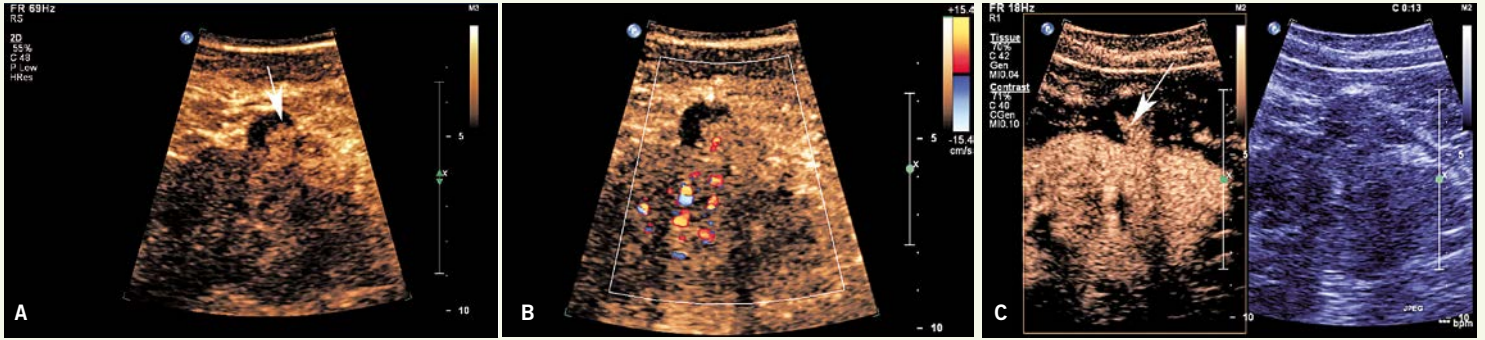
A: Auffällige Zyste mit solidem Inhalt (Pfeil). DD Debris? B: Im Doppler sieht man ein Gefäss im soliden Zystenanteil. C: In der CEUS wird der solide Anteil klar perfundiert. Bosniak-IV-Zyste. Es handelte sich um ein papilläres Nierenzellkarzinom.
